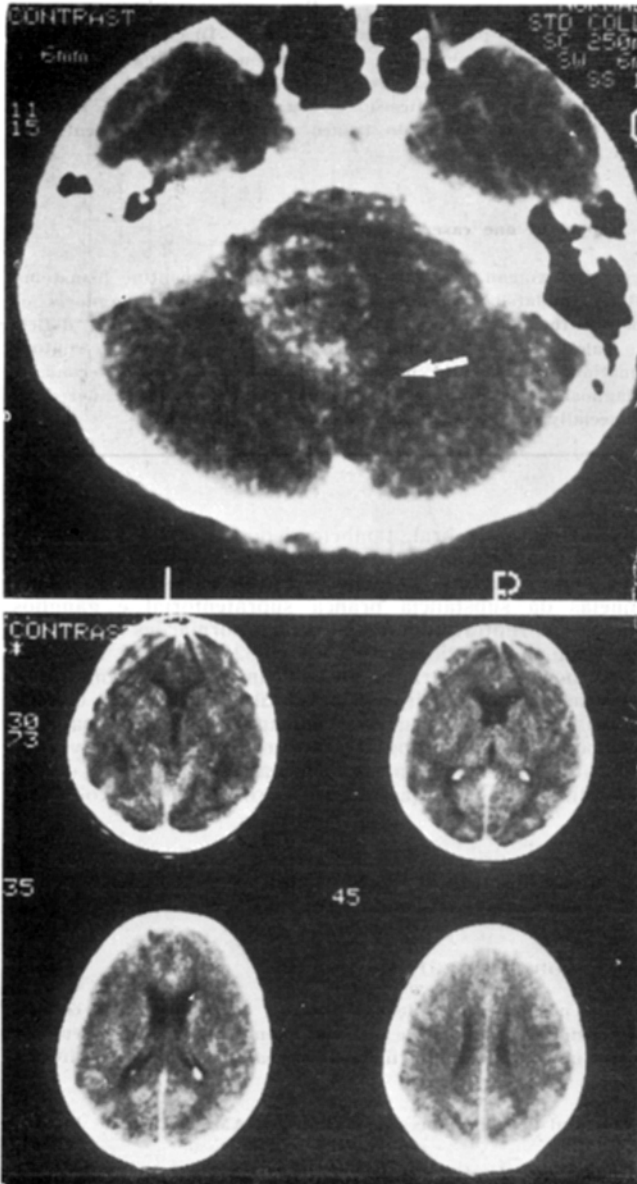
Caso JPP. TC: em cima, lesão hiperdensa, não captante de contraste, excentricamente situada, ocupando o tronco cerebral à esquerda e determinando deslocamento do IV ventrículo para a direita (seta); em baixo, ausência de dilatação do sistema ventricular.
